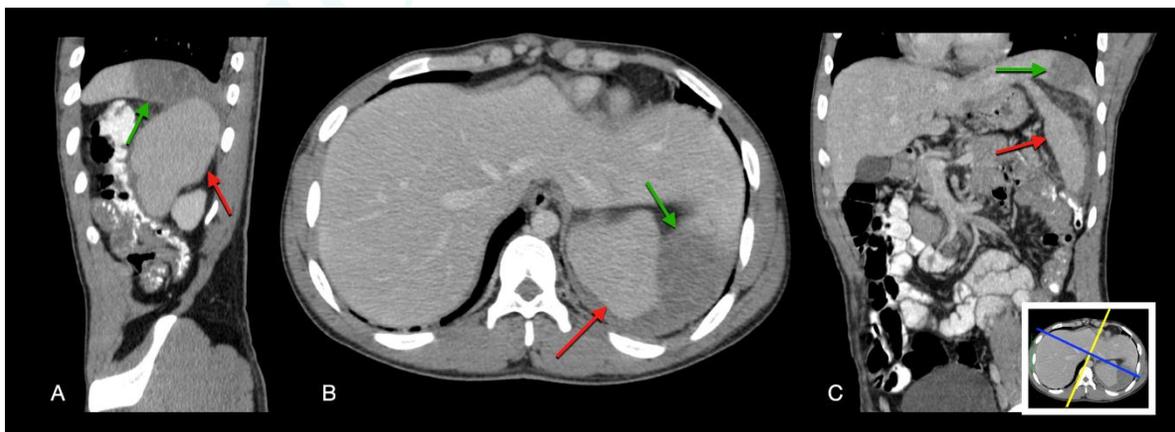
Tomografía contrastada fase portal, reconstrucciones sagital (A), Axial (B) y oblicua (c) en donde se visualiza adyacente al bazo (Flechas rojas), una imagen de aspecto hipodensa y redondeado con algunos septos finos localizada en el lóbulo hepático izquierdo en la “cola de castor” (Flechas verdes) consistente en absceso hepático
